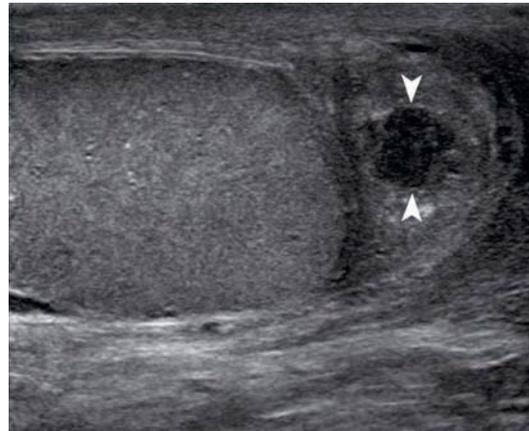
Ascesso epididimario. Nella coda dell'epididimo è visibile un'area liquida (punte di freccia), non vascolarizzata al controllo color-Doppler
